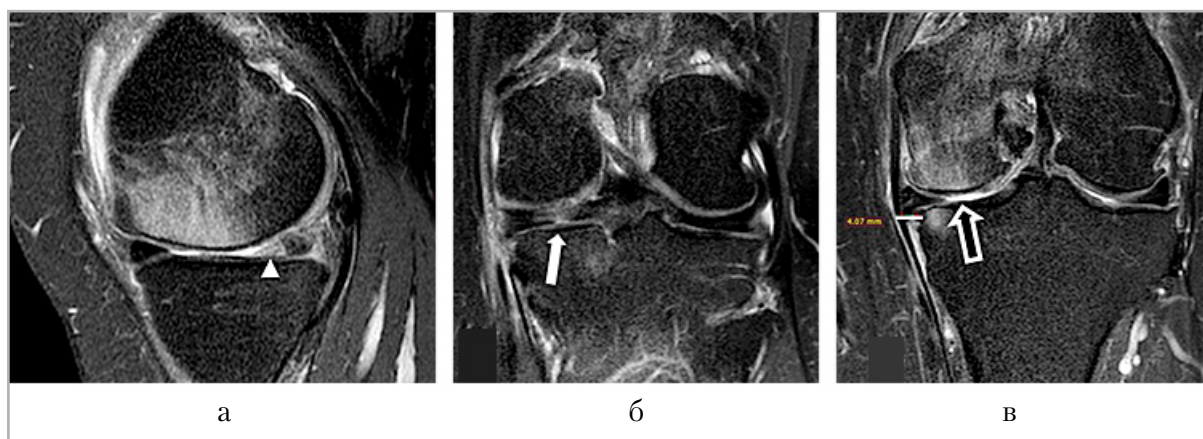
МР-томограммы: *а* — PD-FS-ВИ в сагиттальной плоскости (головка стрелки — разрыв мениска); *б* — PD-FS-ВИ в корональной плоскости (белая стрелка — разрыв мениска); *в* — PD-FS-ВИ в корональной плоскости (черная стрелка — зона хондромалиции, линия измерения демонстрирует экструзию мениска более 4 мм)
